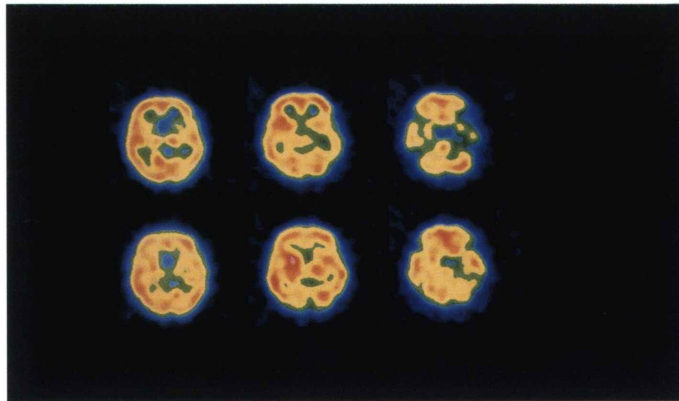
Early (upper) and delayed (lower) IMP SPECT images studied on August 13, 1990. Decreased accumulation of IMP was observed on early images, while delayed images showed no focal defect.
